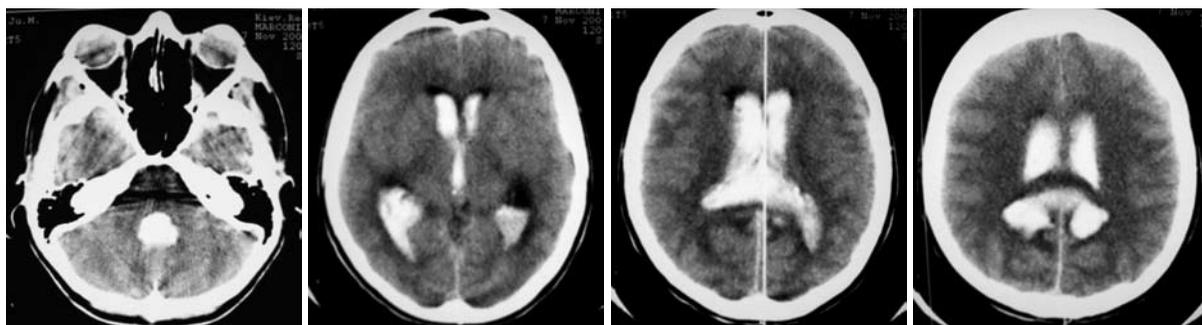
КТ головного мозга больной Т. от 07.11.06. Гемотампонада желудочковой системы.
